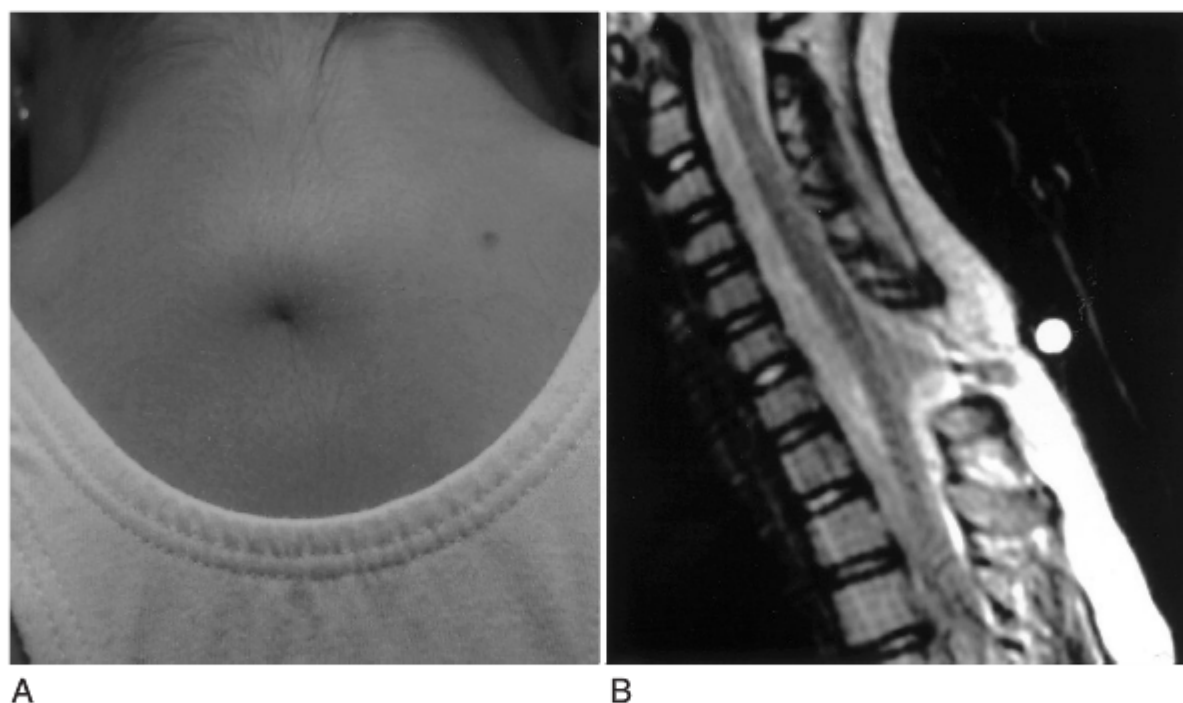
A, Sinus dérmico em uma menina de 10 anos de idade que se apresentou com drenagem purulenta. B, Exame com RM sagital ponderada em T2 revela uma conexão da fístula com o saco dural.
